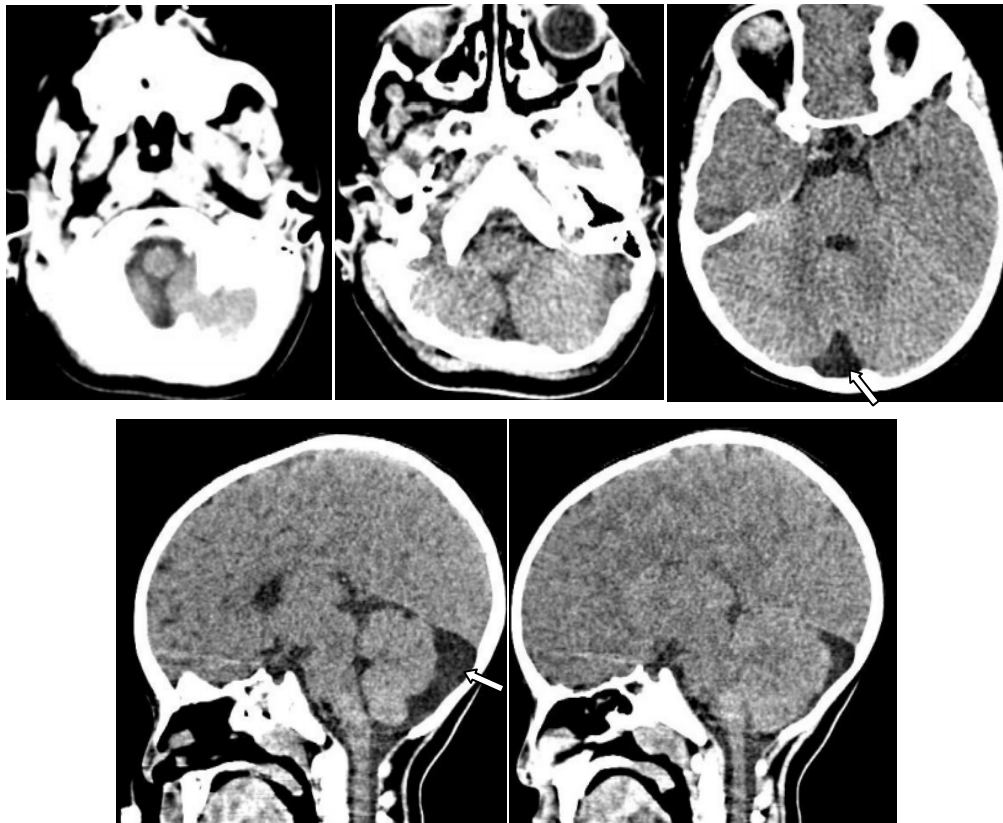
TDM cérébrale en coupes axiales et reconstructions sagittales mettant en évidence une méga grande citerne(flèche) chez un enfant de 14 ans qui présente une fistule temporale gauche.
